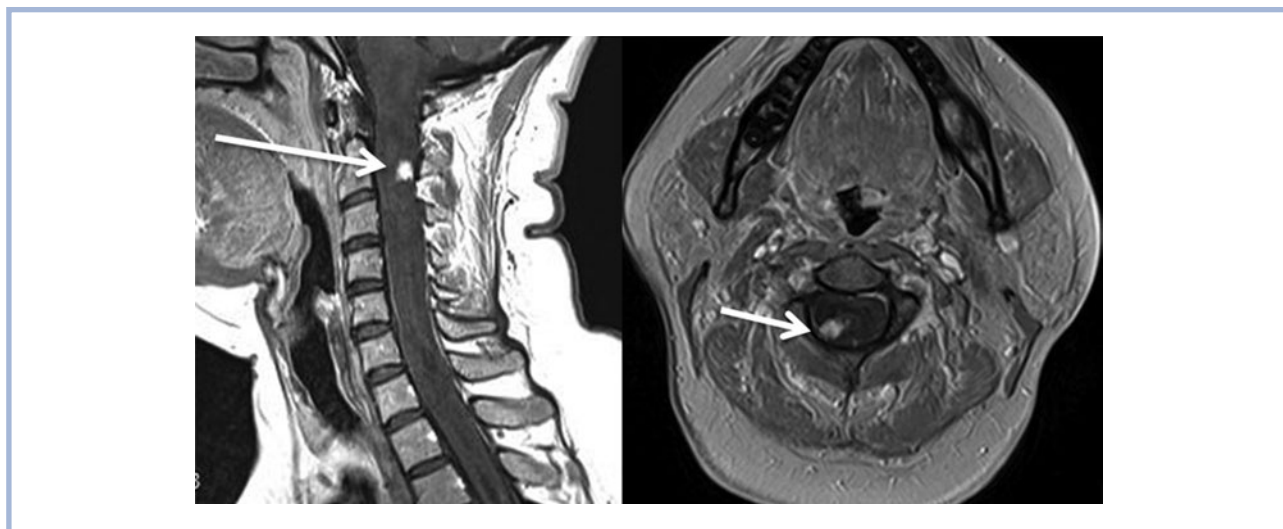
МРТ-томограмма шейного отдела позвоночника с контрастным усилением больного Ш, сагиттальная и аксиальная проекции.
